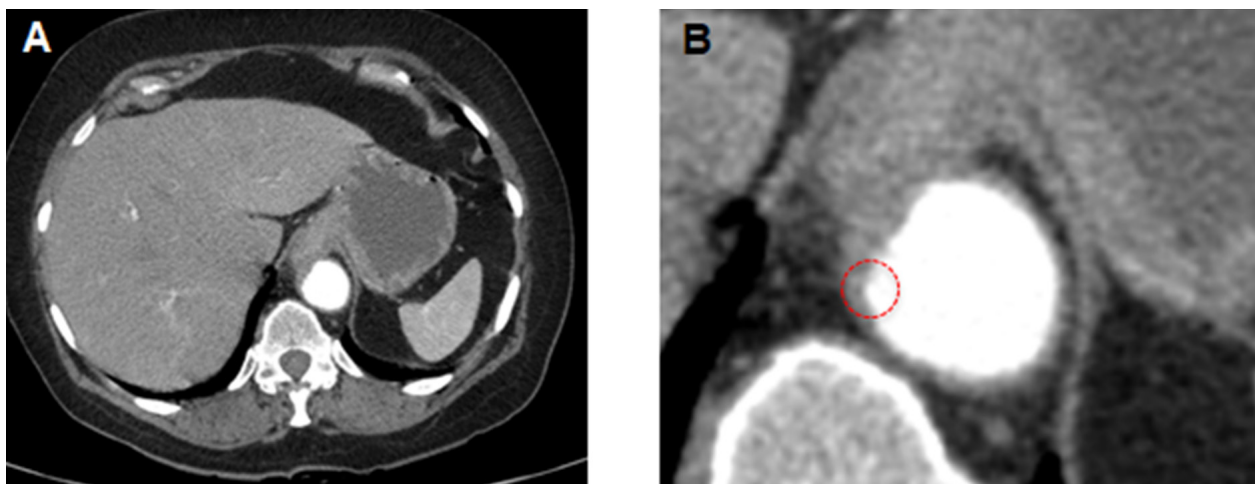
A. Angiotomografia abdominal da paciente evidenciando placa aterosclerótica e espessamento da parede da aorta. B. Imagem ampliada evidenciando mínima penetração na camada íntima da artéria (úlceras penetrantes de aorta).
